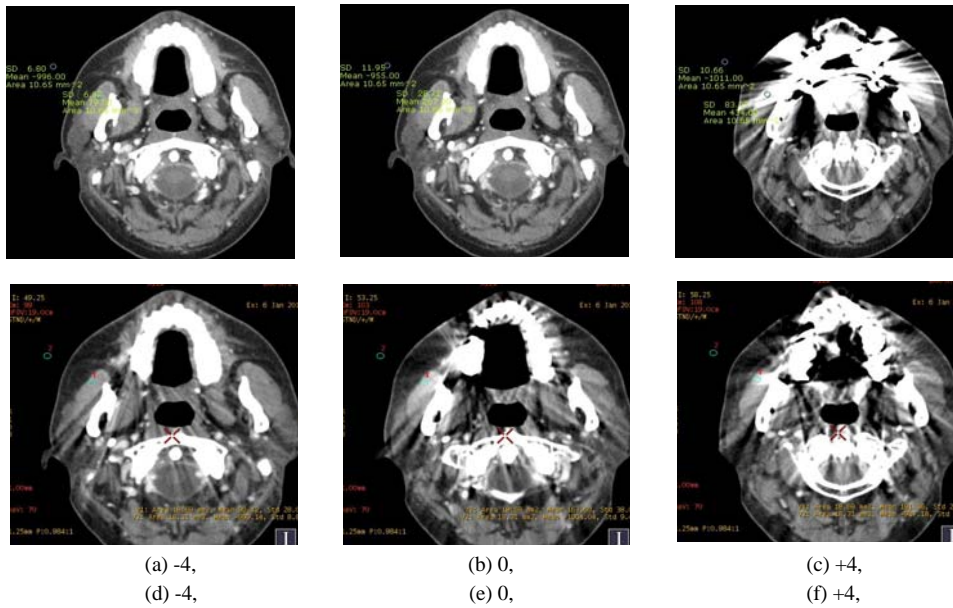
Axial routine Neck contrast-enhanced CT image. Comparing results from the metal artifact status of the using MAR against the non using MAR algorithm. first row figures are without MAR images and second row figures are MAR images. To the right side figure, showing severe metal artifact and MAR algorithm images is showing mild metal artifact than without MAR images.
